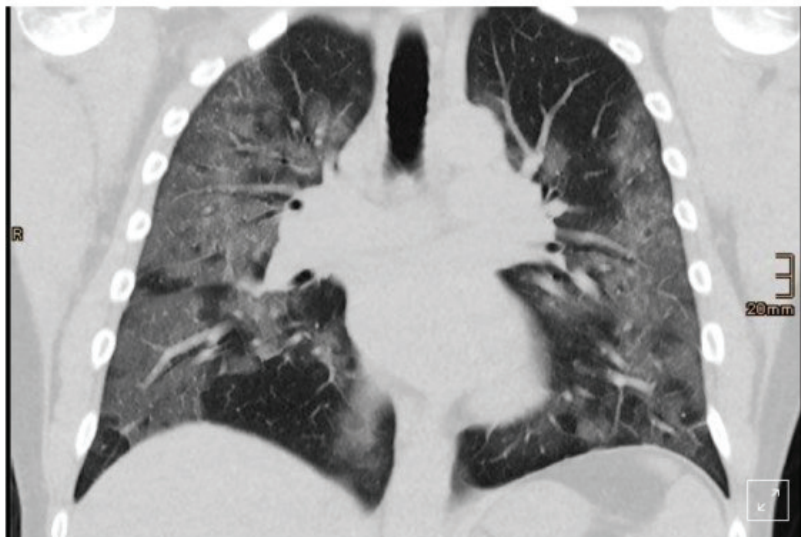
Рентгенологические изменения в легких у пациента 48 (пульмонологическая клиника в Германии, The Bethanien Hospital lung clinic, Moers, Germany)
